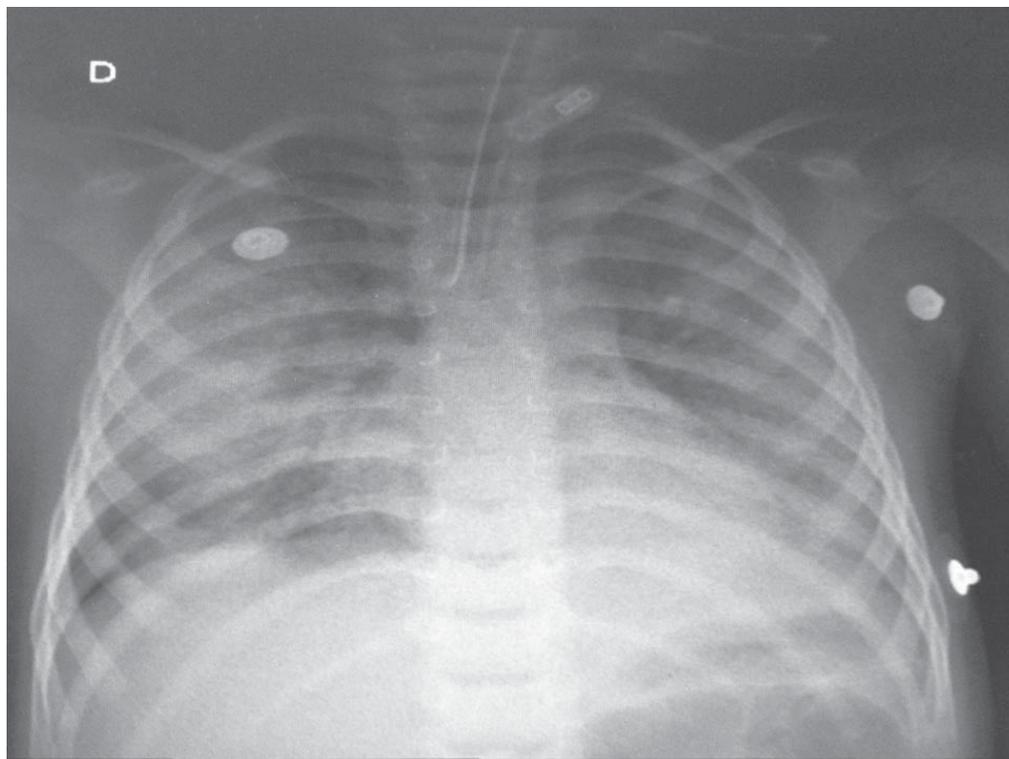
radiografia de tórax que mostrou opacidade pulmonar difusa
